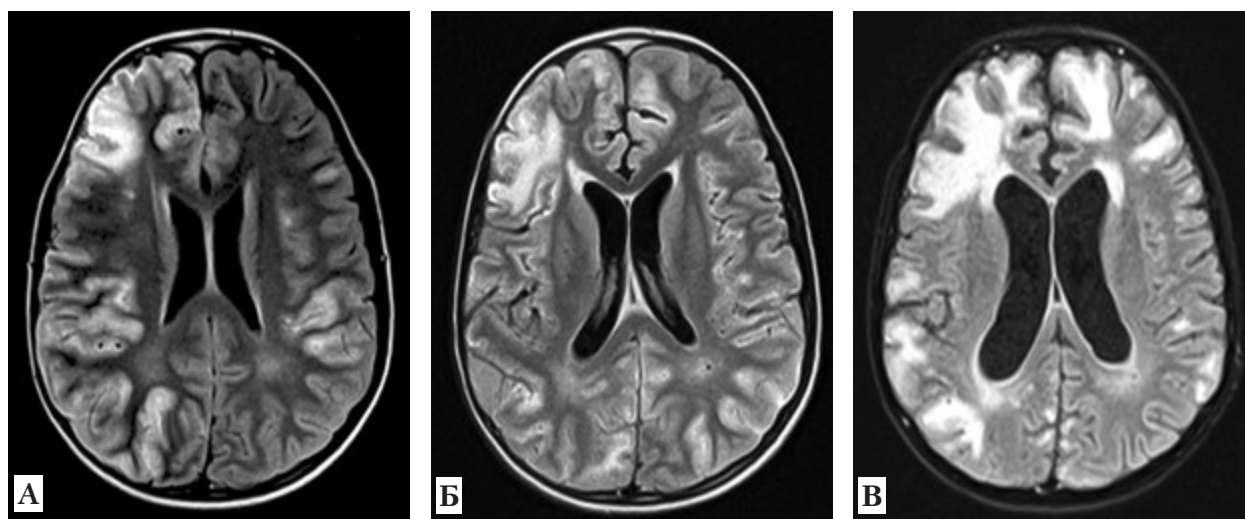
МРТ головного мозга, аксиальный срез: А — 27.11.2017 г.; Б — 11.12.2017 г.; В — 19.04.2018 г.
